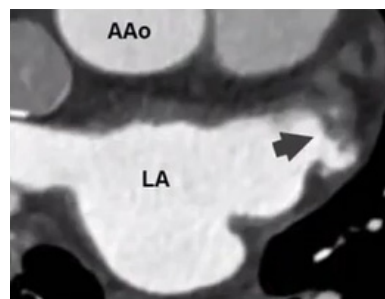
КТ, тромботические массы в ЛПА
